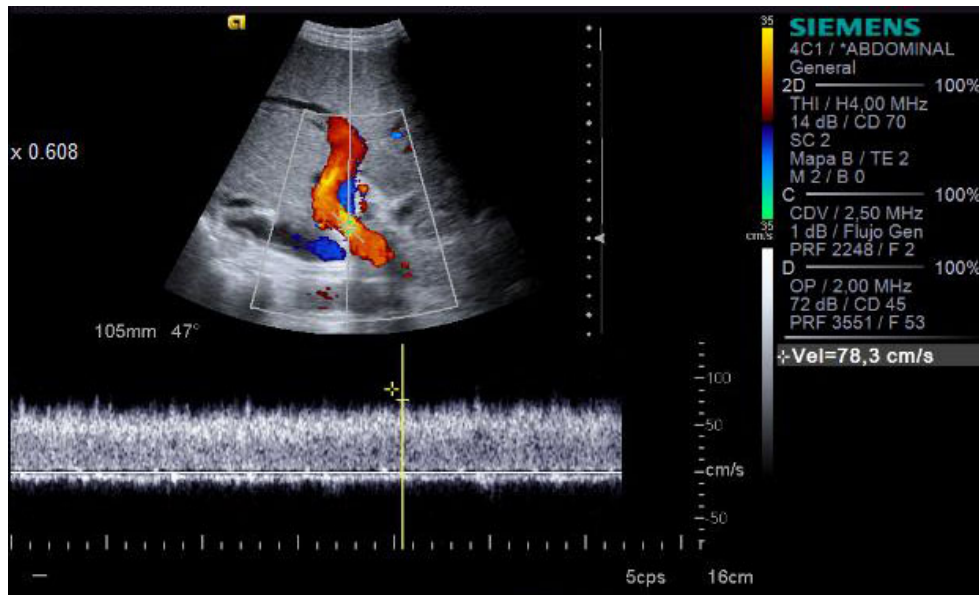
Exploración Doppler de la vena porta de un paciente a la semana del trasplante. Se evidencia flujo hepatópeto con velocidad elevada en la anastomosis (78,3 cm/s), normal en esta etapa. También se visualiza un hematoma retrohepático (flecha), hallazgo habitual en los primeros días del periodo postquirúrgico.
